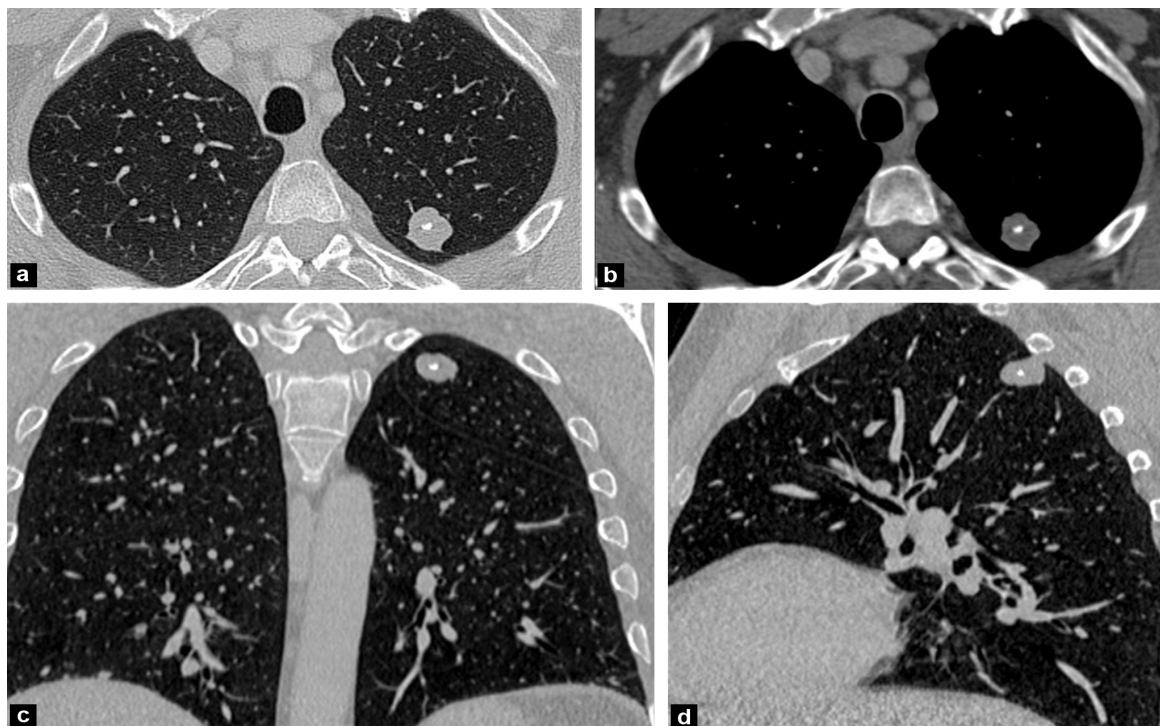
TDM Granulome pulmonaire avec calcification centrale. Coupes axiales natives en fenêtrage parenchymateux (a) et médiastinal (b) montrant un nodule tissulaire solide du culmen mesurant 22 mm de diamètre, accolé à la scissure, à contours nets, siège d'une calcification punctiforme unique et centrale. Les reconstructions coronale (c) et sagittale (d) permettent de s'assurer du caractère central de la calcification.
